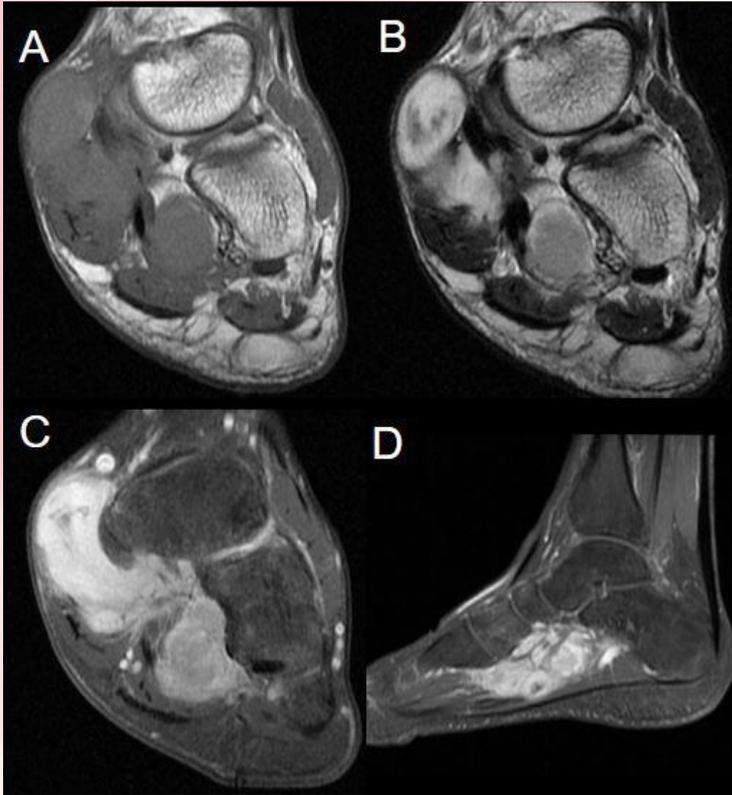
RM de pie y tobillo. Coronal T1 (A), coronal T2 (B), T1 FS con gadolinio coronal (C) y sagital (D). Tumor sólido, polilobulado, mixto, que infiltra al los músculos cuadrado plantar, porción profunda del flexor corto del quinto dedo y abductor del hallux, isointenso en T1, hiperintenso en T2, con realce tras administración de contraste.
